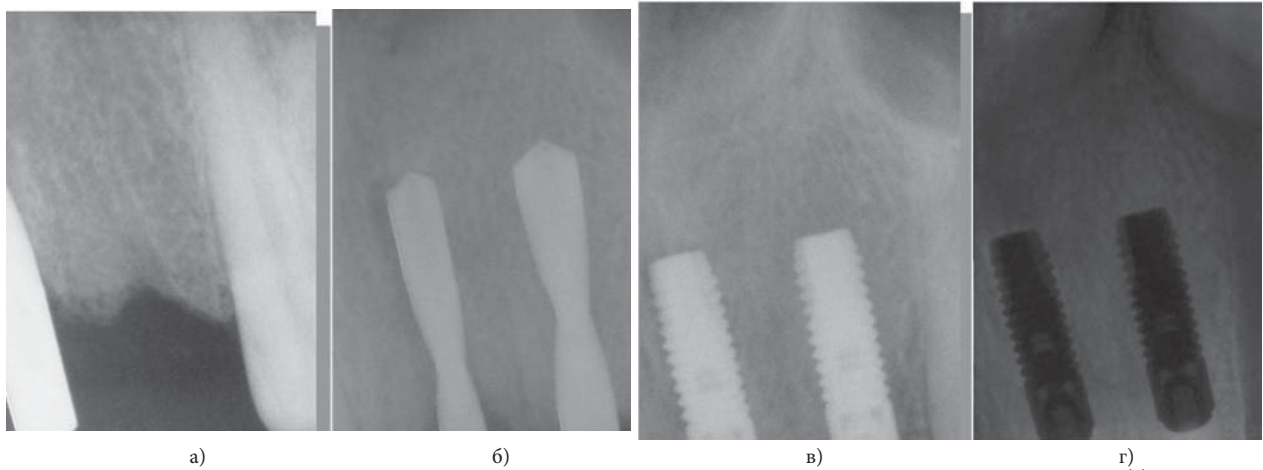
Интраоперационное рентгенологическое исследование верхней челюсти, выполненное перед началом операции (а), во время формирования имплантационного ложа (б), после установки имплантатов (в, г). Оценивалось расстояние до стенки полости носа (А), нижней стенки верхнечелюстной пазухи (Б), соседних зубов от сформированного имплантационного ложа и от уже установленных имплантатов.
